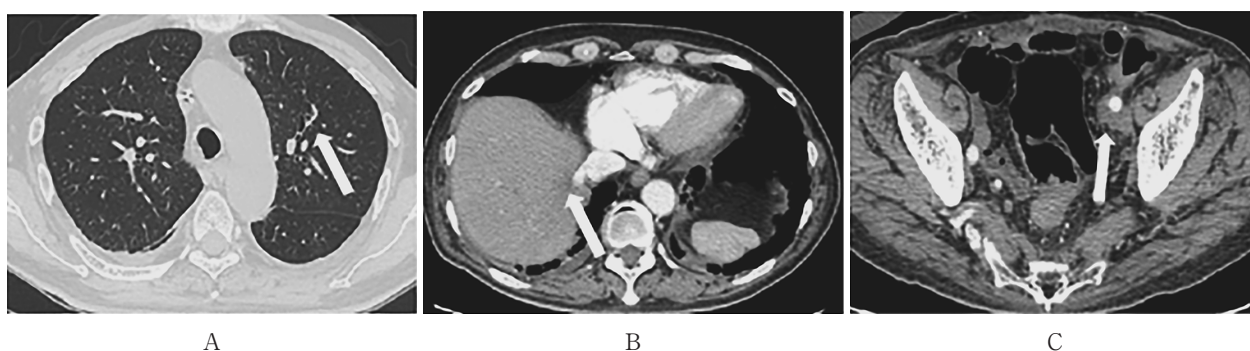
BEP 療法後の CT それぞれ縮小を認める。
